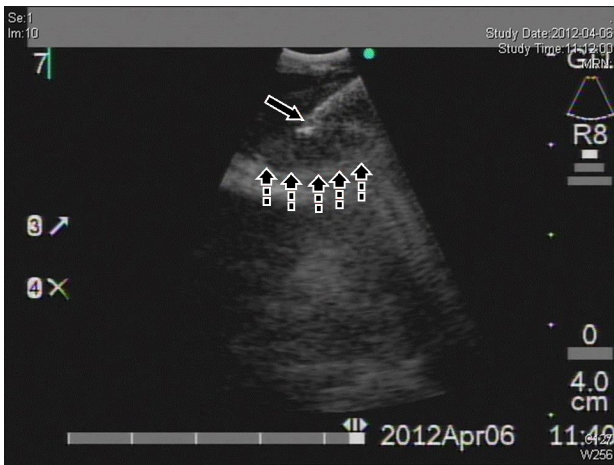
Needle aspiration: Ultrasonographic image in the bronchus. Solid arrow is biopsy needle tip and dashed arrows are the enlarged lymph node margin. The needle tip is targeting the lymph node.
